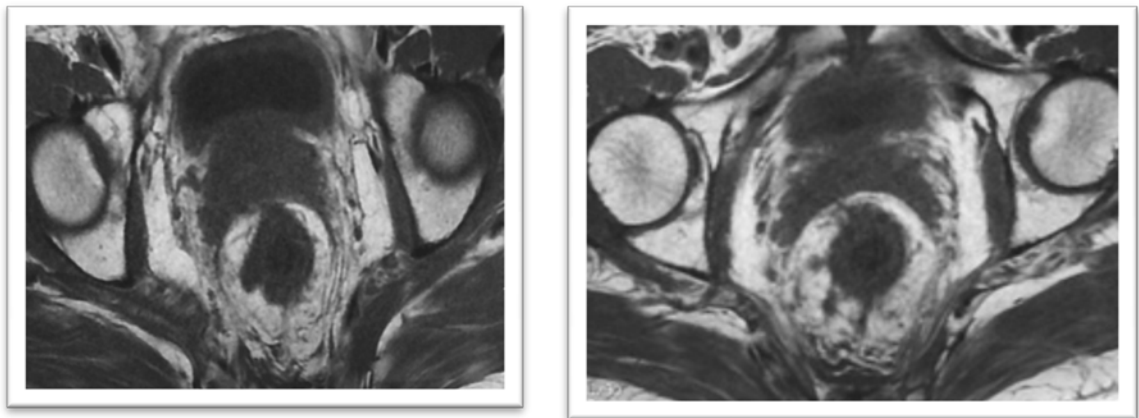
IRM en coupe axiale SPT2 :
